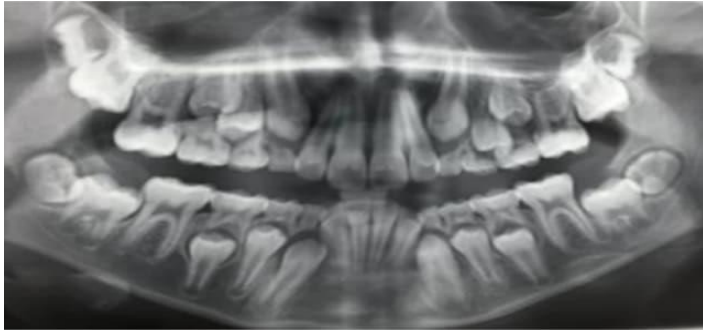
Radiographie panoramique présentant les incisives maxillaires et mandibulaires en éventail.
